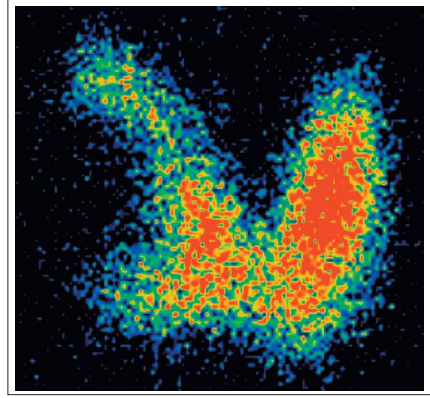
Szintigraphie mit ^{99m}Tc : „Kalter“ Knoten: Der sonographisch solide Knoten rechts zeigt szintigraphisch eine fehlende Aktivitätsaufnahme im Sinne fehlender Hormonproduktion.
